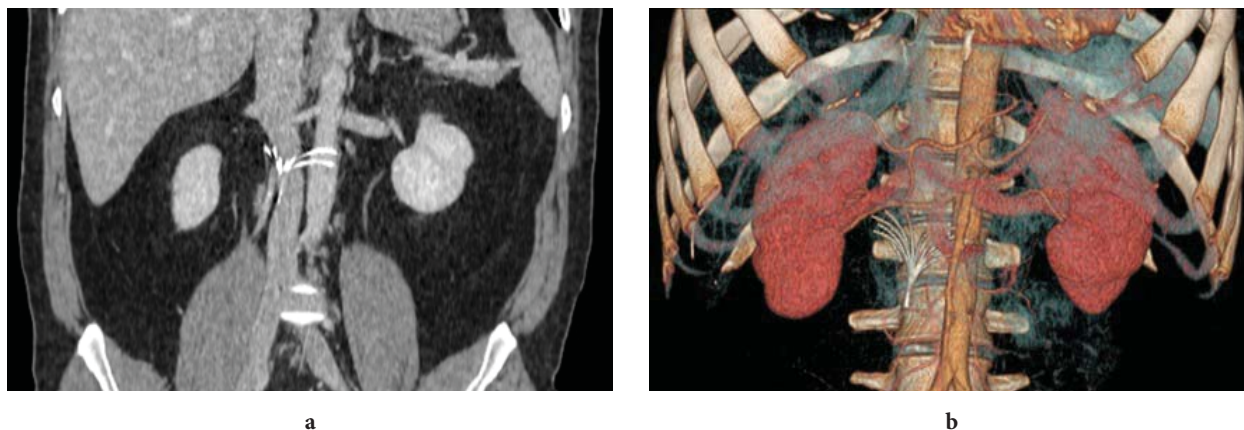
(а, б). Пенетрация «ножек» кава-фильтра «Осот» (указаны стрелкой) в брюшной отдел аорты (а — компьютерная томограмма брюшной полости, прямая проекция; б — 3D-реконструкция).
